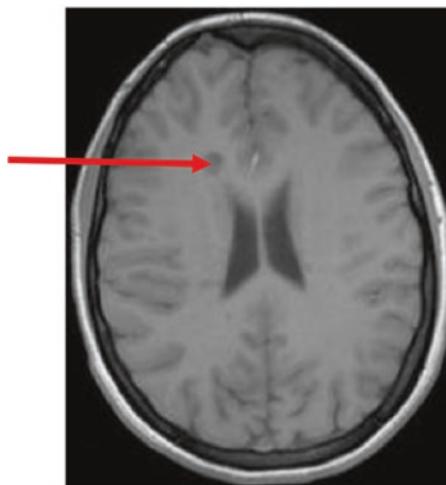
T1-gewichtetes MRT mit dunklem, hypointens MS-Herd im Marklager
